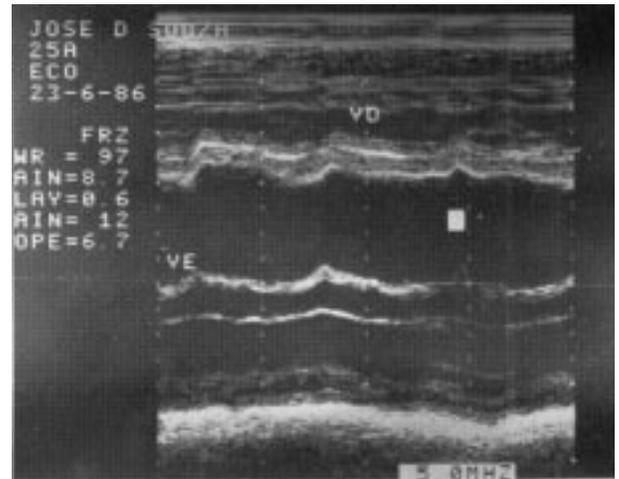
Ecocardiograma mostrando dilatação importante do ventrículo esquerdo com hipocontratilidade de septo e parede posterior.
